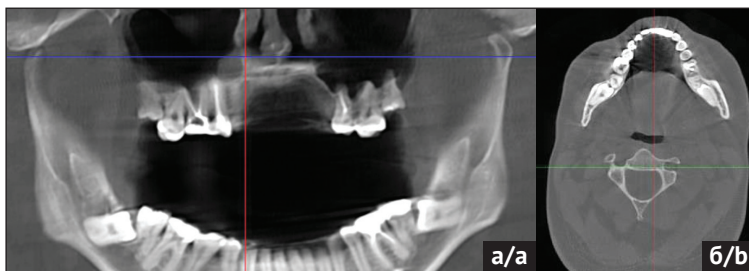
КЛКТ ВНЧС пациента И. 32 года, а – ортопантомограмма при максимально открытом рте, б – положение открытого рта (аксиальная проекция)
